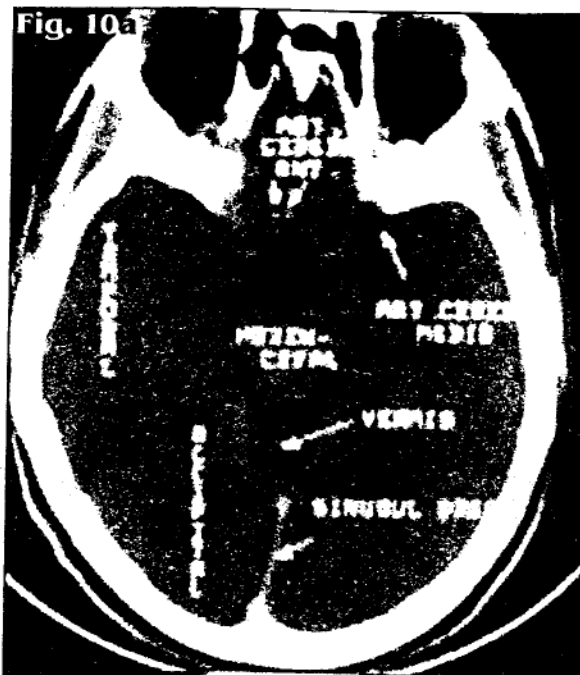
a, b, c, d – CT etaj supratentorial
